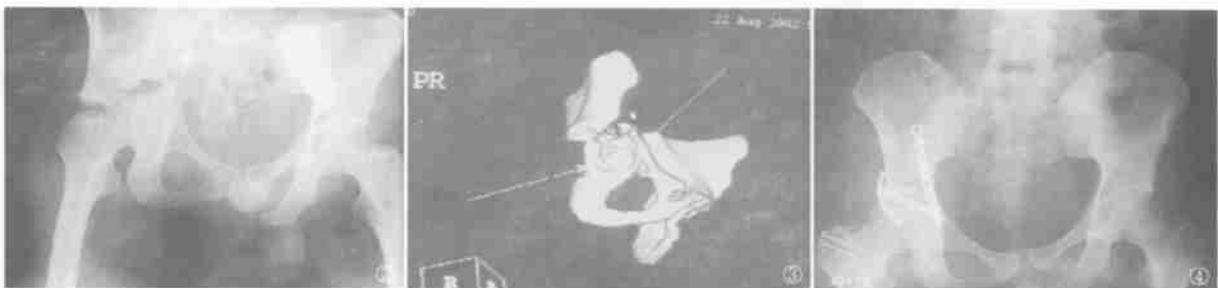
术前骨盆前后位片显示右髌臼横形骨折 图 3 术前排螺旋 CT 三维重建清晰显示髌臼的横形骨折线 图 4 术后骨盆前后位片显示骨折达到解剖复位
